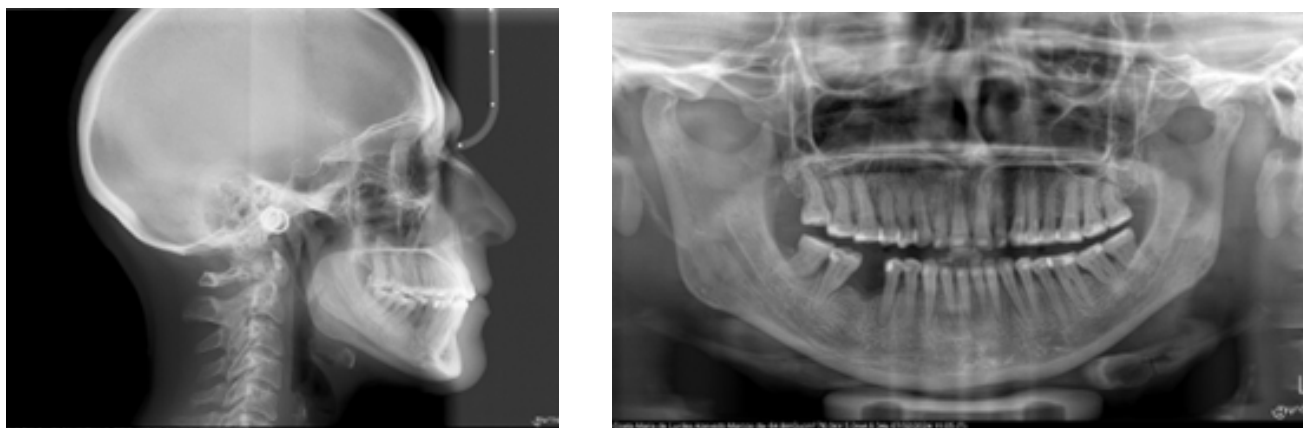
Radiografias após primeira fase de alinhadores (refinamento).
